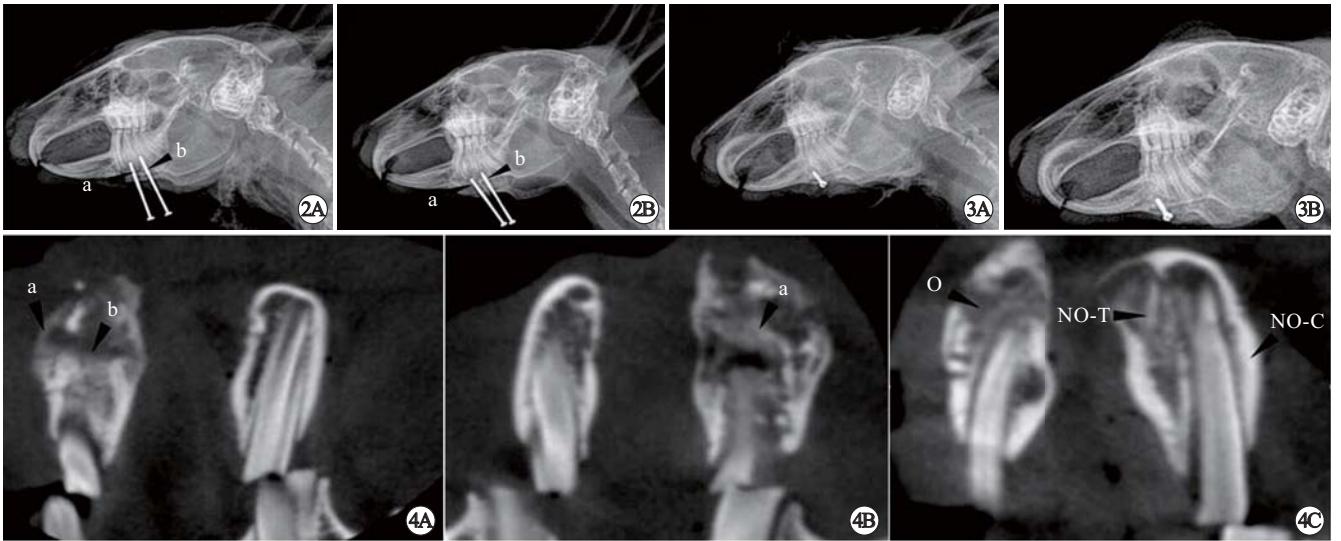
X线片显示牵引钉方向的改变。A：植入牵引初期影像；a：牵引；b：固定钉。B：8周后影像；a：牵引钉；b：固定钉。
